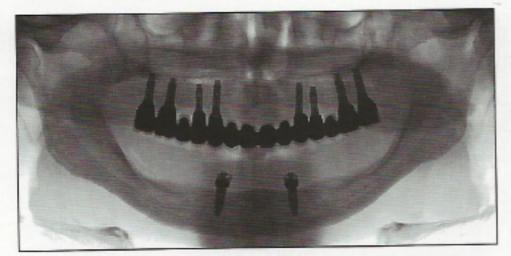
/ Contrôle radiographique de l'adaptation de la prothèse scellée.
